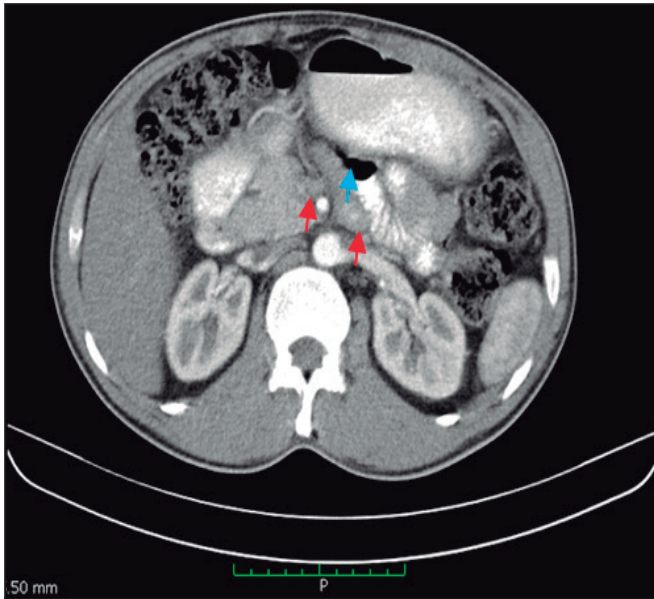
Tomografía abdominal, preoperatoria; evidencia dilatación de cámara gástrica, así como engrosamiento de las paredes con la flecha celeste, y con las flechas rojas se observa la compresión de la arteria mesentérica superior.
